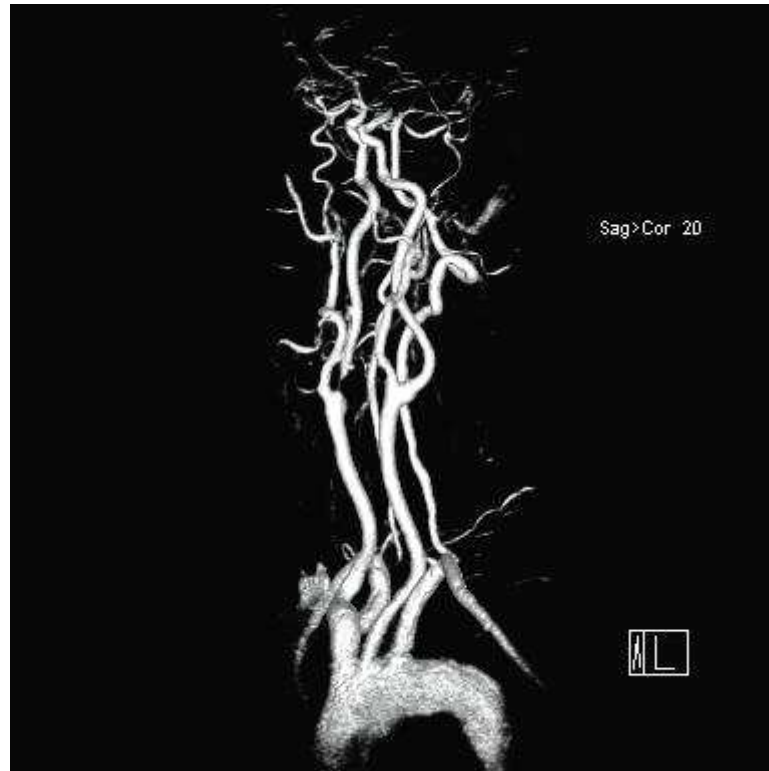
CT angiografie (stenosa a. carotis interna sin.) – VRT rekonstrukce
